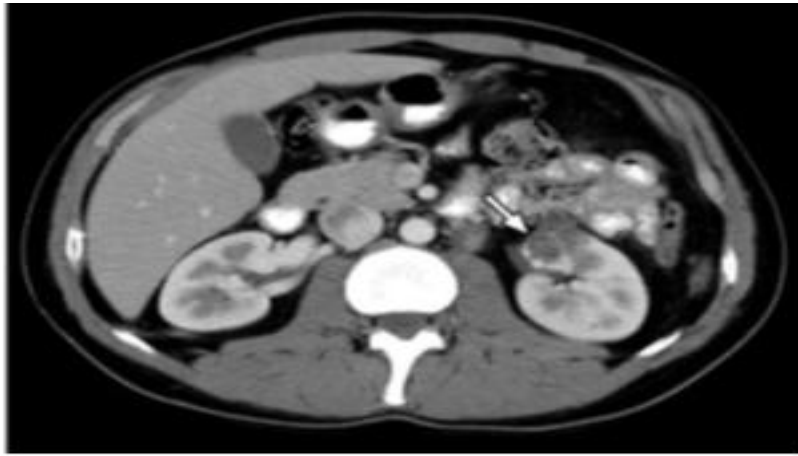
/225/TDM rénal chez un patient atteint de leiomyomatose héréditaire montrant une petite tumeur rénale gauche
